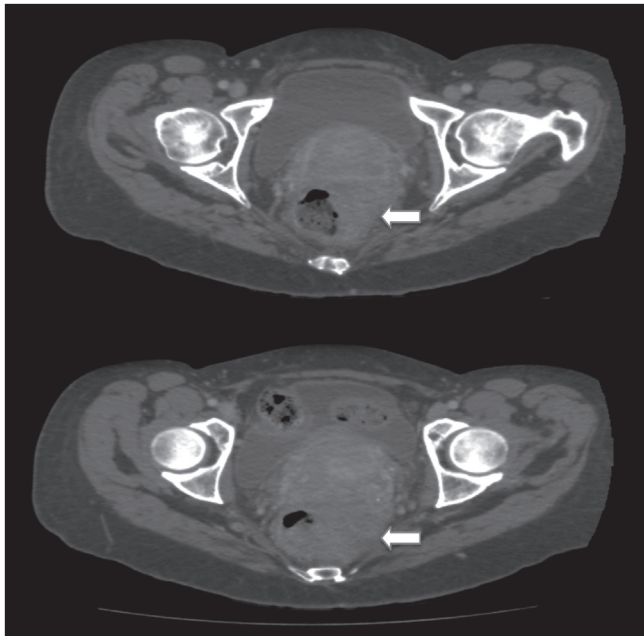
Tomografía axial computarizada pélvica.
